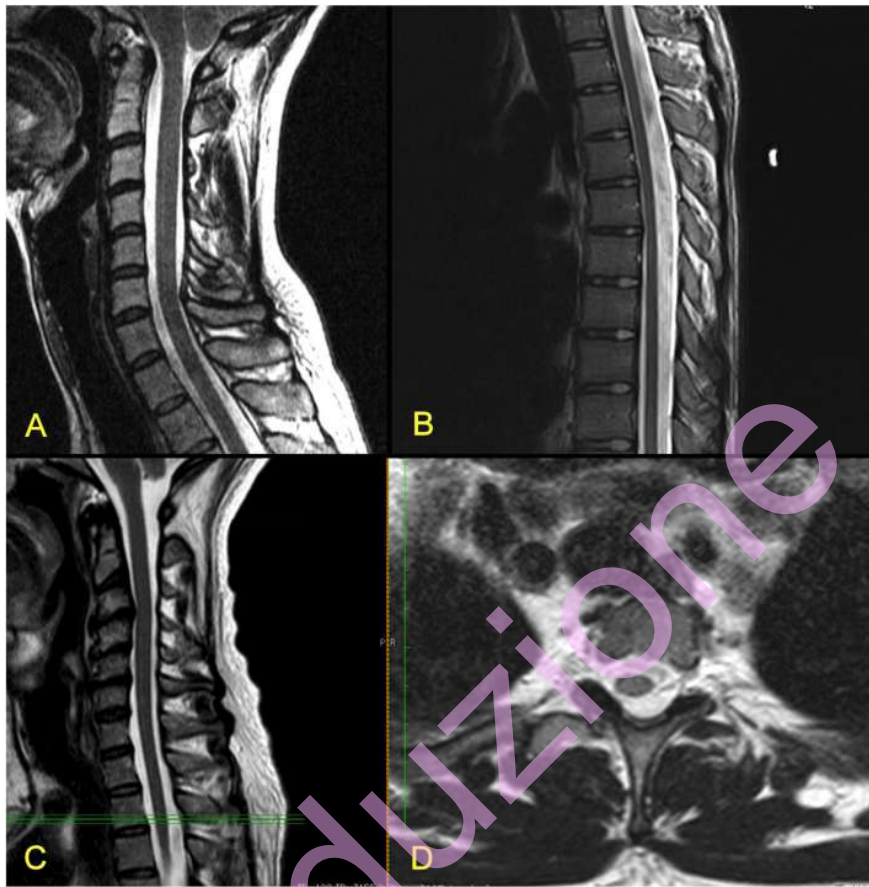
Tagli di RM che evidenziano caratteristiche del Midollo Spinale Teso (A, C – midollo cervicale; B – midollo dorsale) e Midollo Spinale Lateralizzato (D, al livello evidenziato con linee verdi in C).
